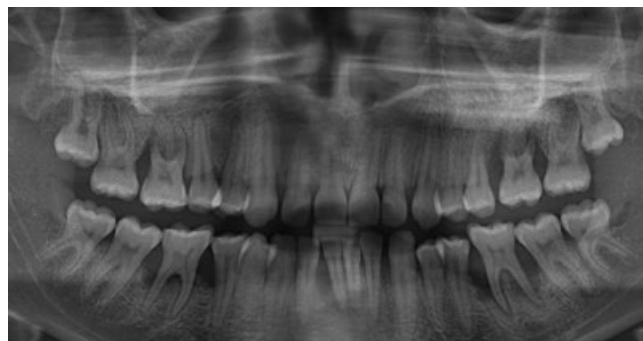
Рентгенологически максимальная резорбция костной ткани в области первых моляров и резцов
